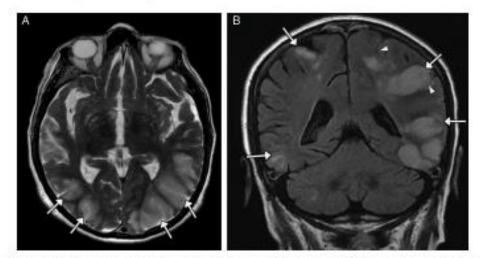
Mujer de 42 años de edad, consumidora esporádica 3,4-metilendioximetanfetamina (MDMA), que acude al hospital por presentar cefalea, alteración visual y crisis hipertensiva por sindrome de encefalopatía posterior reversible. En el examen toxicológico de orina se detectó 3,4-metilendioximetanfetamina (MDMA). A) Imagen transversal de RM potenciada en T2 que muestra un extenso edema cortico-subcortical bilateral confluente de predominio parieto-occipital posterior (flechas). B) Imagen coronal de RM potenciada en T2-FLAIR en la que se identifica el edema (flechas) y su efecto masa con colapso de surcos (puntas de flecha). La clínica y los hallazgos radiológicos se resolvieron a los pocos días con medidas de soporte y control de la presión arterial.
